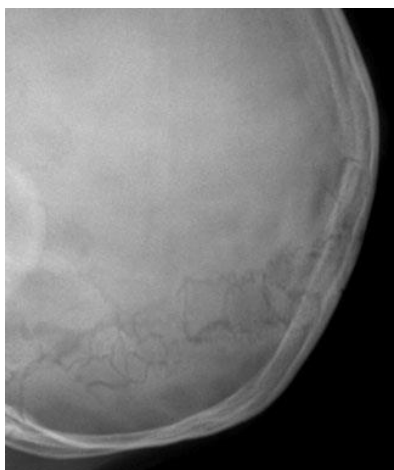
Radiografia de perfil do crânio de uma criança com OI com múltiplos ossos wormianos nas suturas lambdoide. Este achado é sugestivo do diagnóstico, mas não é específico. (20)
